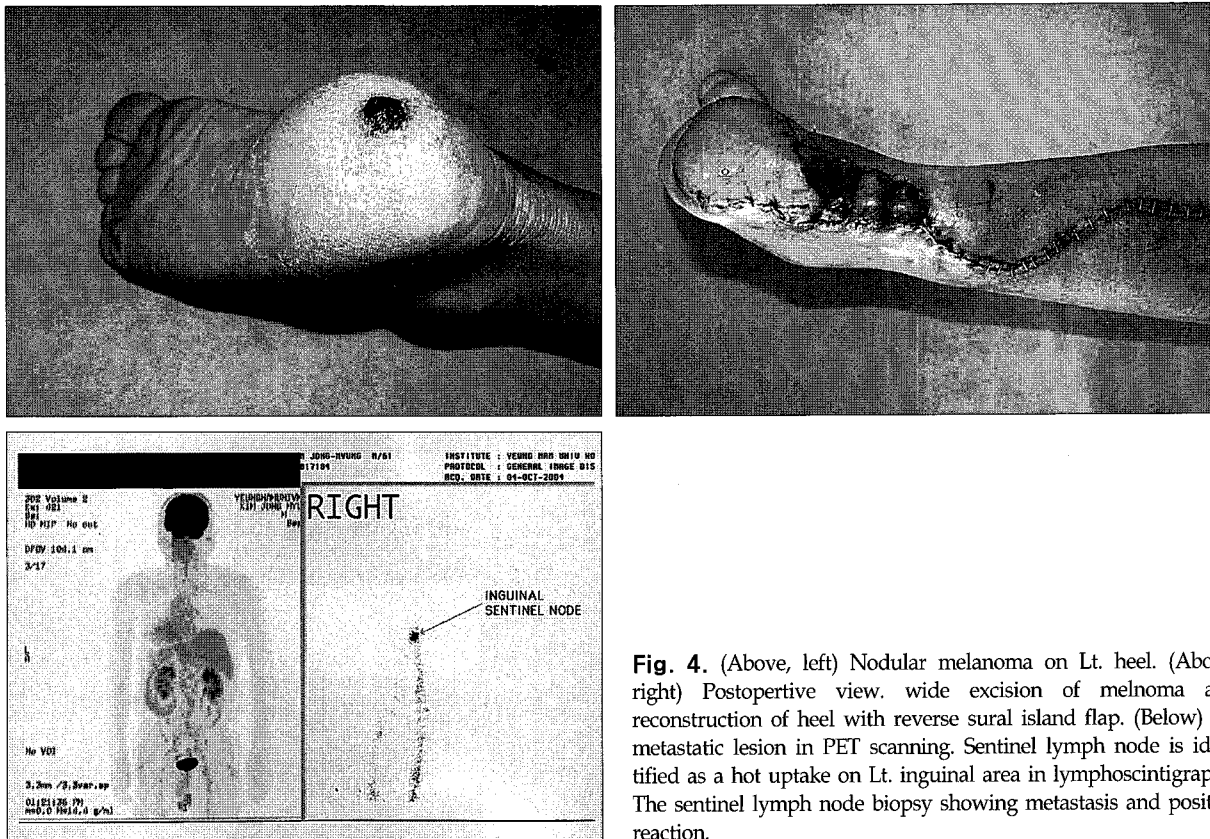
(Above, left) Nodular melanoma on Lt. heel. (Above, right) Postoperative view, wide excision of melanoma and reconstruction of heel with reverse sural island flap. (Below) No metastatic lesion in PET scanning. Sentinel lymph node is identified as a hot uptake on Lt. inguinal area in lymphoscintigraphy. The sentinel lymph node biopsy showing metastasis and positive reaction.
